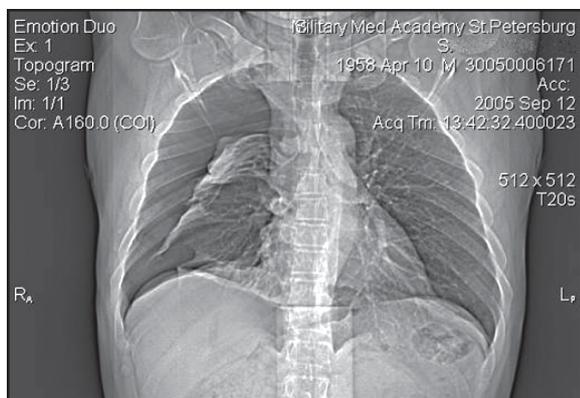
Компьютерная томография высокого разрешения грудной клетки. Слева: спонтанный правосторонний пневмоторакс, коллапс правого лёгкого, смещение средостения влево. Справа: через 1 месяц после оперативного лечения: полное расправление правого лёгкого, множественные мелкие буллы в области верхушек лёгких
